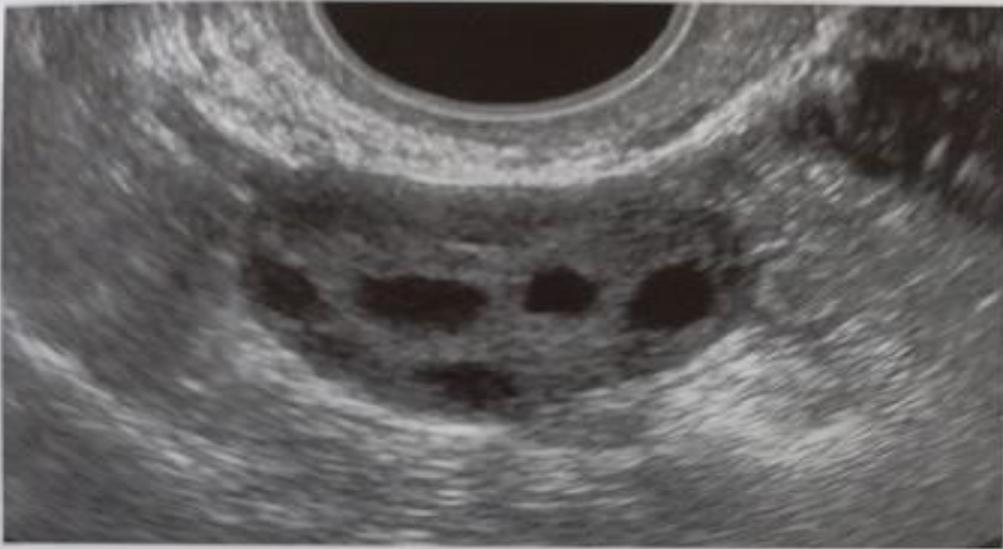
Sonographic aspect of a multifollicular ovary.
